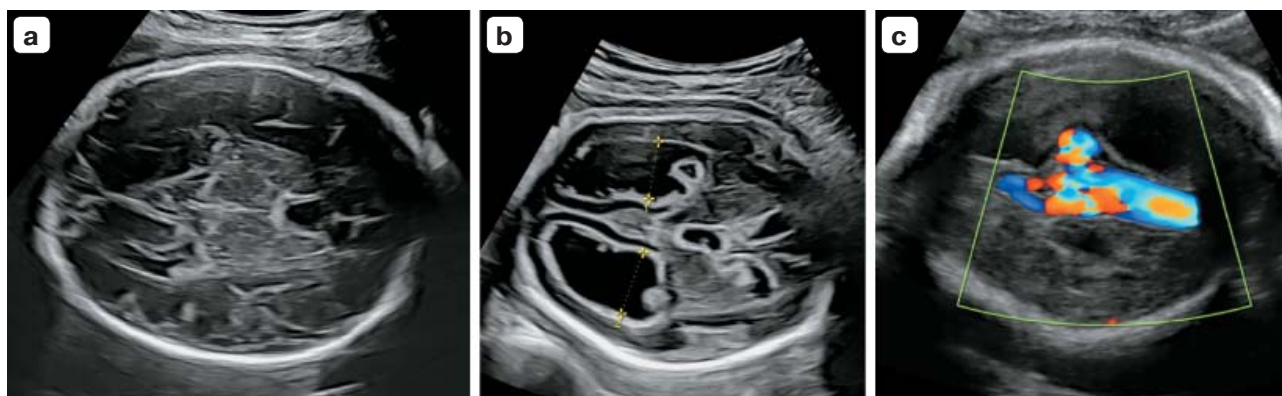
(а) Нормальная конфигурация головки плода при УЗИ в III триместре беременности. (б) Расширение III и боковых желудочков с экзогенными включениями в просвете желудочков (внутрижелудочковое кровоизлияние 3-й степени). (с) Тубулярная структура в режиме ЦДК, определяющаяся как анэхогенная в В-режиме, расположенная по срединной линии в заднем отделе основания черепа (аневризма вены Галена).
